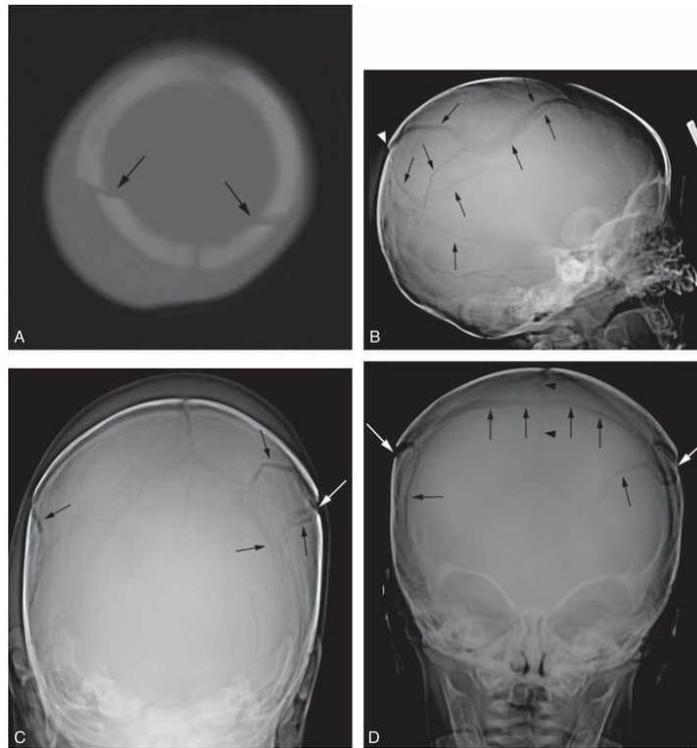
Fratura complexa em uma criança de dois meses, levada ao atendimento com inchaço no couro cabeludo do lado direito e sinais de agitação. A imagem axial de TC (A) mostra inchaço assimétrico dos tecidos moles e fraturas nos dois ossos parietais, próximas à linha média do crânio (setas). As radiografias lateral (B), Iowas (C) e autereresterior (D) evidenciam fraturas complexas nas duas regiões parietais, com destaque para uma fratura que atravessa a linha média pela sutura sagital (ponta de seta em D). Também é possível observar o deslocamento de um fragmento ósseo, formando uma deformidade em degrau na parte posterior do parietal (ponta de seta em B), que corresponde ao fragmento elevado visível na TC (A). Fonte: KLEINMAX et al., 2015.
